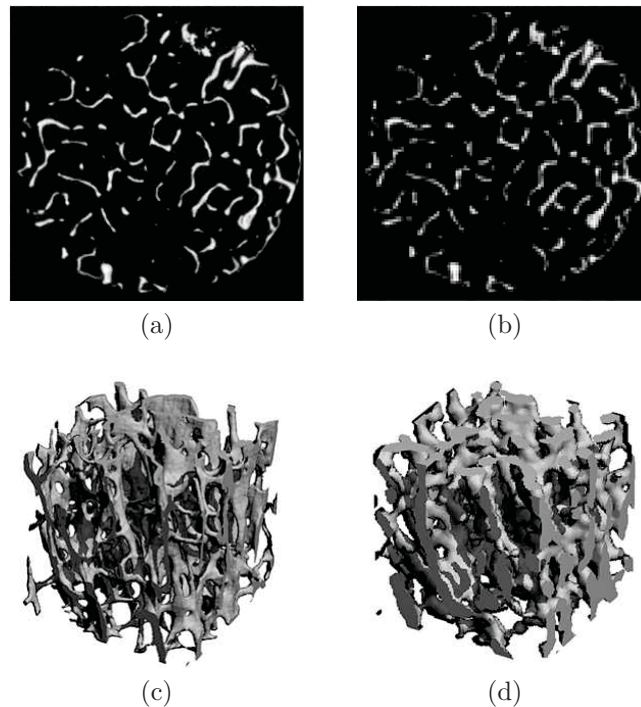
Conséquences de l'effet de volumes partiels sur les images de tomographie d'un échantillon d'os trabéculaire : image en coupe d'une acquisition (a) par microtomographie à $16 \mu m$ et (b) par HR-pQCT à 82μ . Reconstruction 3D du même échantillon (c) par microtomographie et (d) par HR-pQCT. Les effets de volumes partiels conduisent à un épaississement artificiel des travées.
